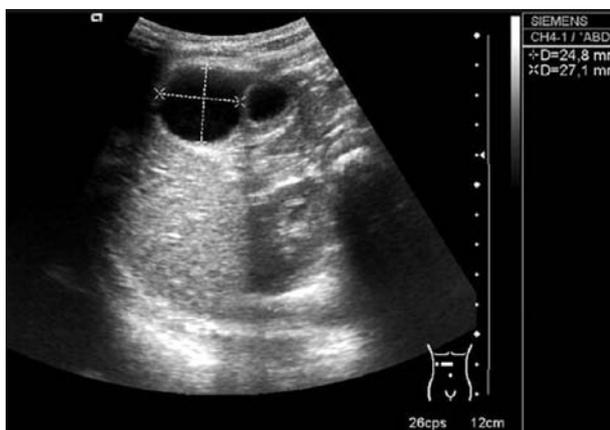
Ecografía abdominal con 2 imágenes quísticas a nivel antroduodenal, la mayor de paredes lisas y la menor con pared de dos capas.
